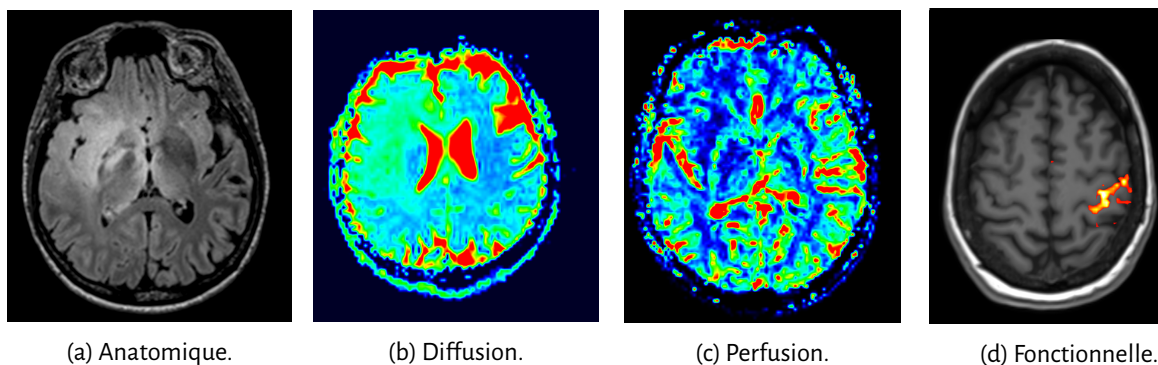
Images issues de l'IRM grâce à divers séquences (CHU de Poitiers, tous droits réservés). (a) Séquence anatomique, (b) Séquence de diffusion, (c) Séquence de perfusion, (d) Séquence fonctionnelle.
